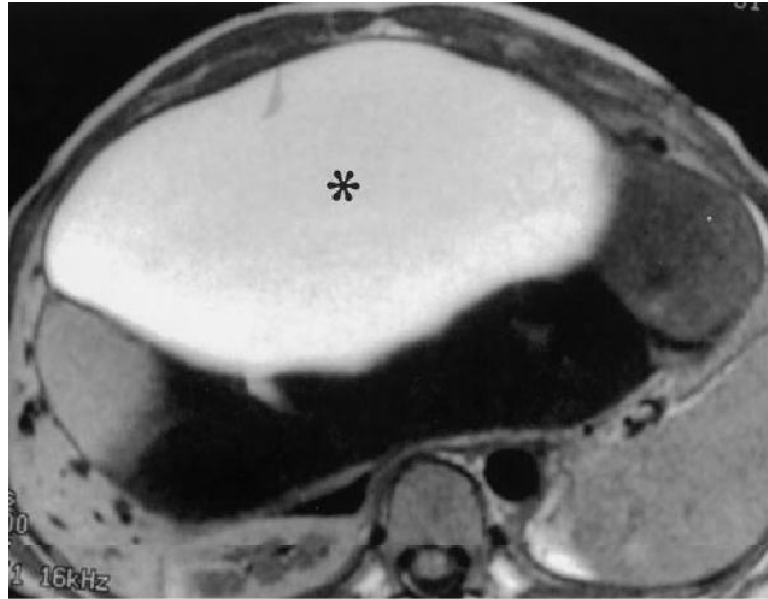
IRM en séquence pondérée T1 qui montre un hypersignal du liquide muqueux dans la grande loge (*) et un hyposignal dans les petites loges, un signal d'intensité Intermédiaire est également présent. [48]
